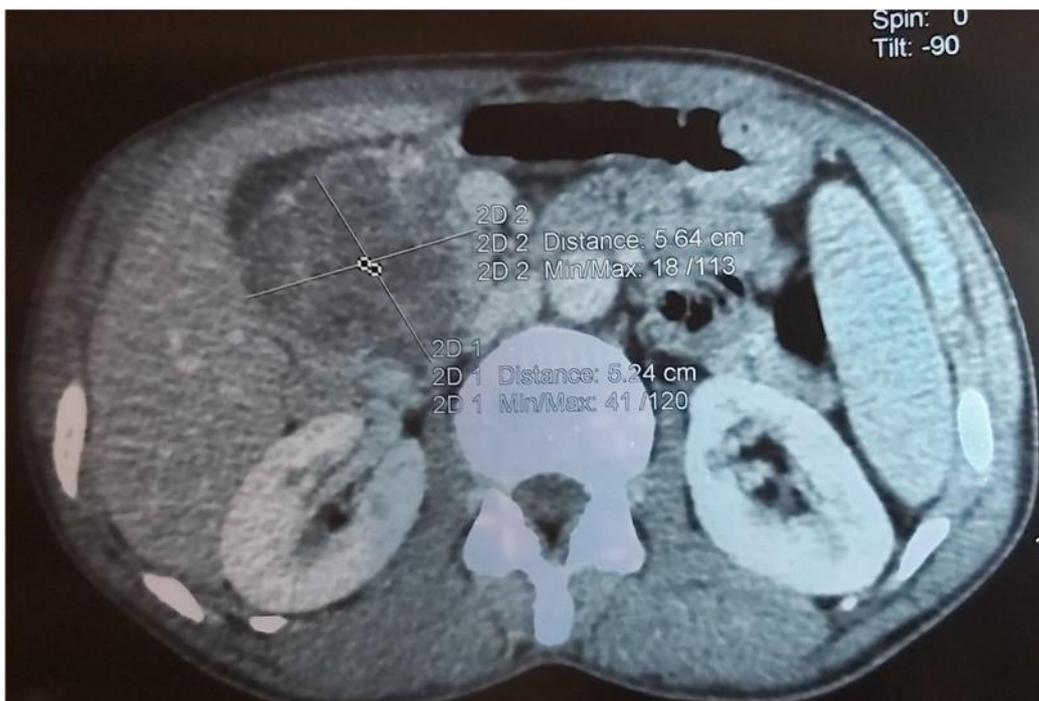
TDM : coupe montrant le siège de la lésion kystique
